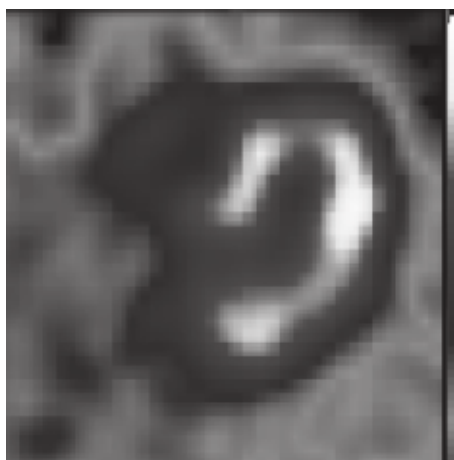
Типичный перфузионный томосрез сердца при КардиОФЭКТ с <sup>99m</sup>Tc-Технетрилом
